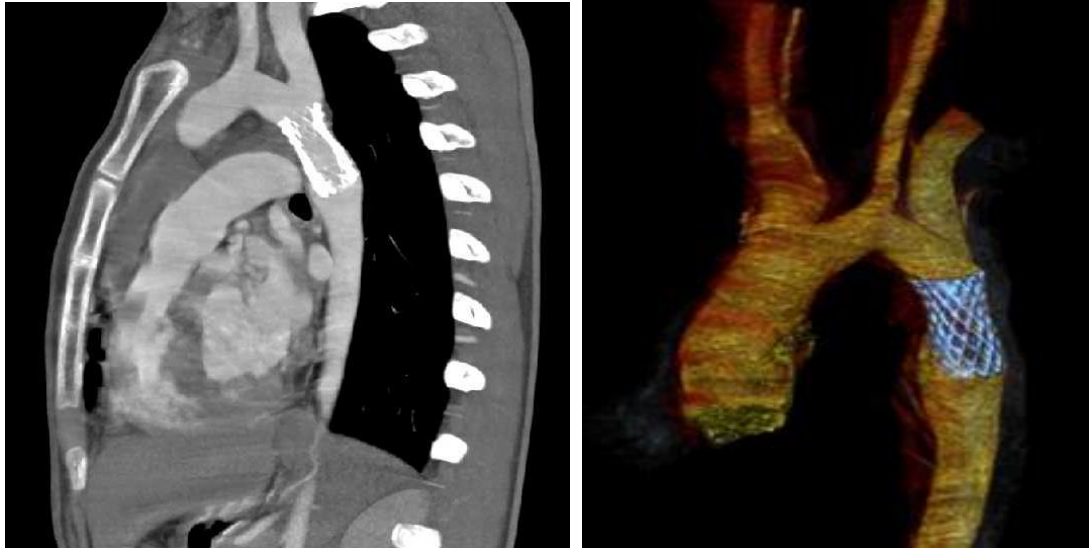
Contrôle TDM post thérapeutique favorable. Prothèse aortique en place avec rétablissement du calibre normal de la lumière isthmique.
